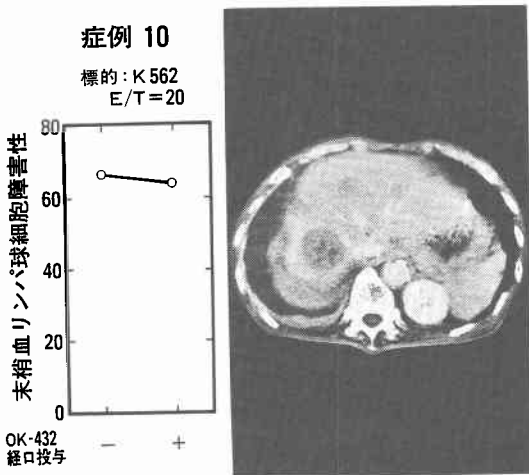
症例10, 肺癌の肝転移例のCT像. 2, 3, 4, 5, 6区域の小転移巣を加えると1区域大の転移巣となる.
